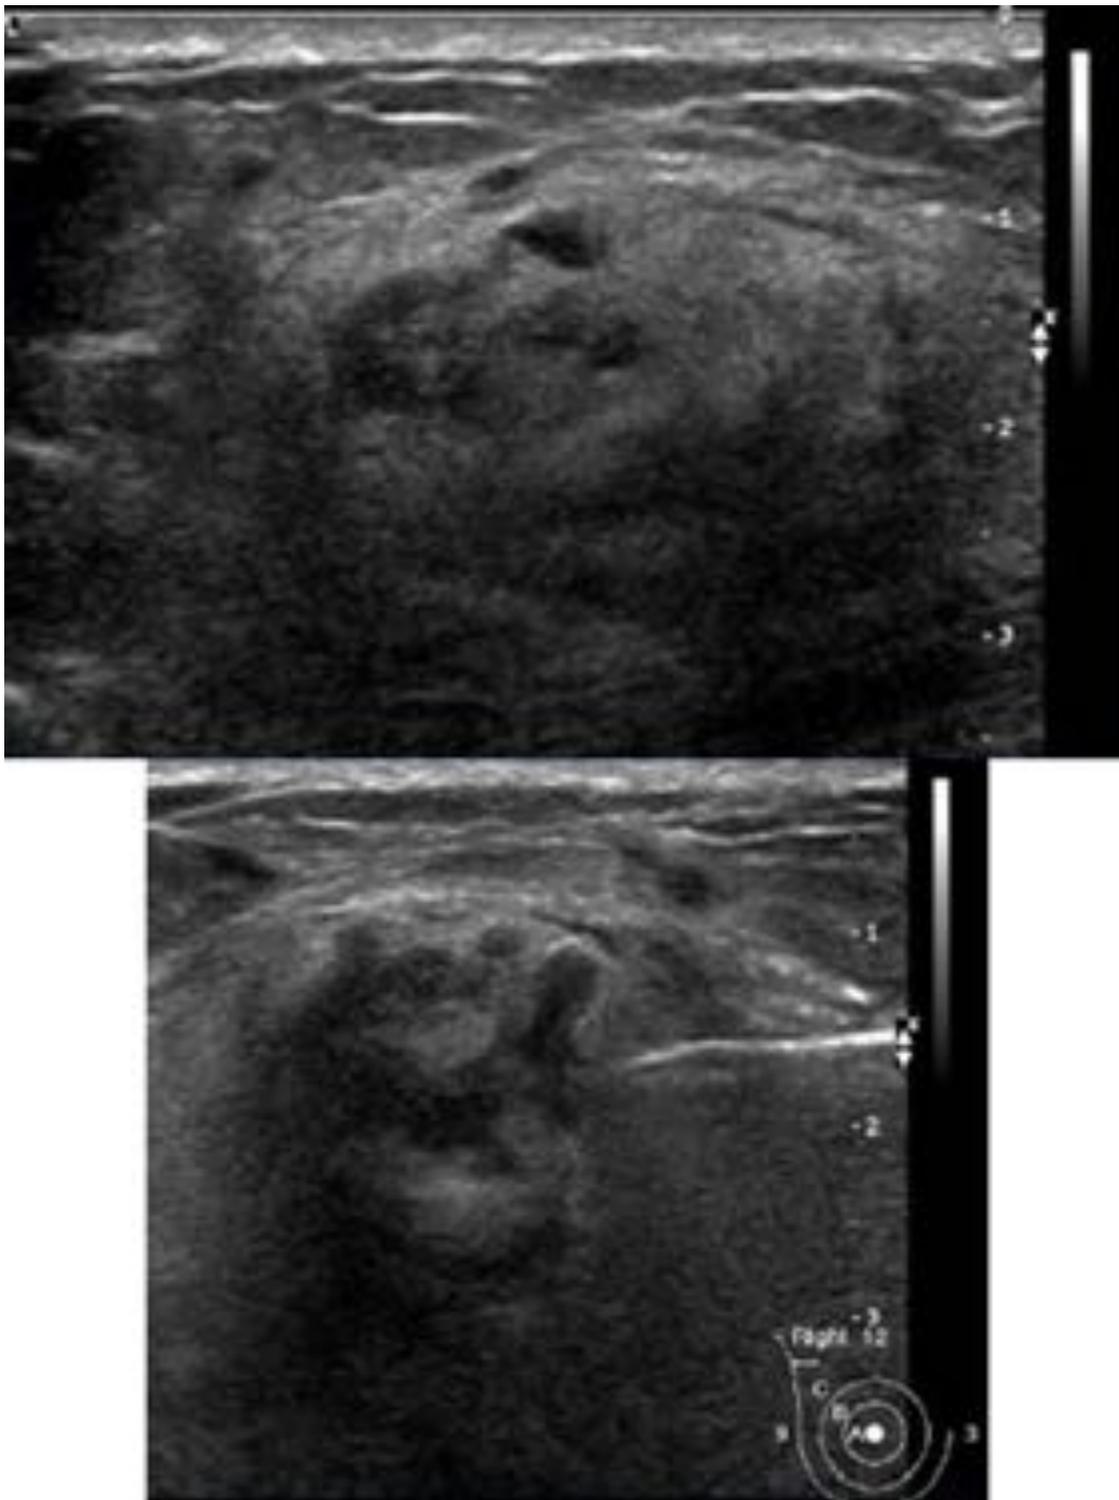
Ecografía mostrando una masa heterogénea y mal definida, con sombra posterior, hallazgos habitualmente encontrados en la fibromatosis o tumor desmoide.
